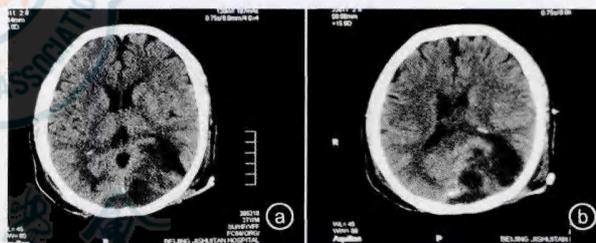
患者伤后14d头颅CT检查结果。a. 双侧枕部硬脑膜外血肿;b. 左侧枕叶脑挫裂伤
